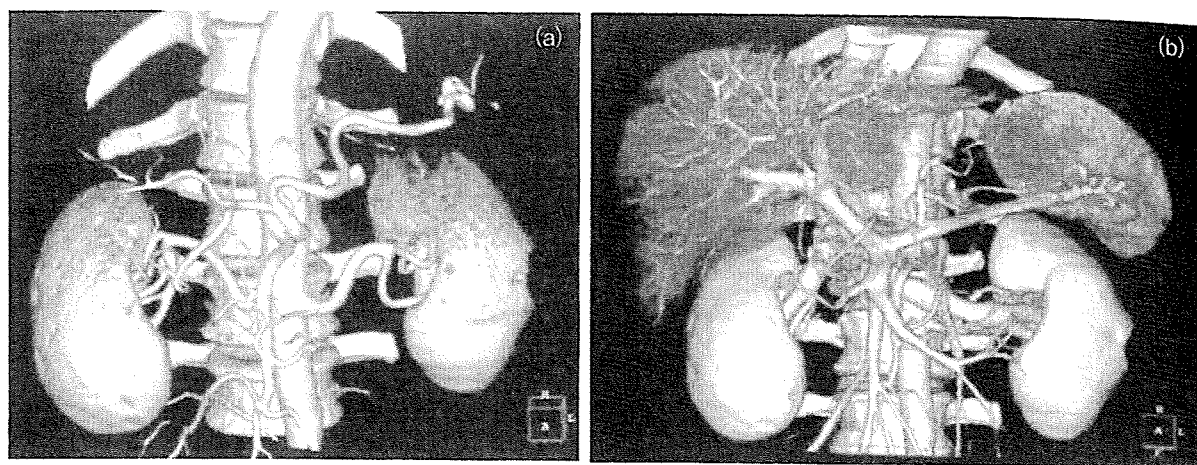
ドナー腎 3D 血管像 (国立病院機構千葉東病院放射線科). ダイナミック CT より構築した 3D 動脈像 (a) と静脈・門脈像 (b) にて, 腎動静脈, 脾動静脈, 上腸間膜静脈, 門脈などに異常を認めない. カラー口絵参照.
